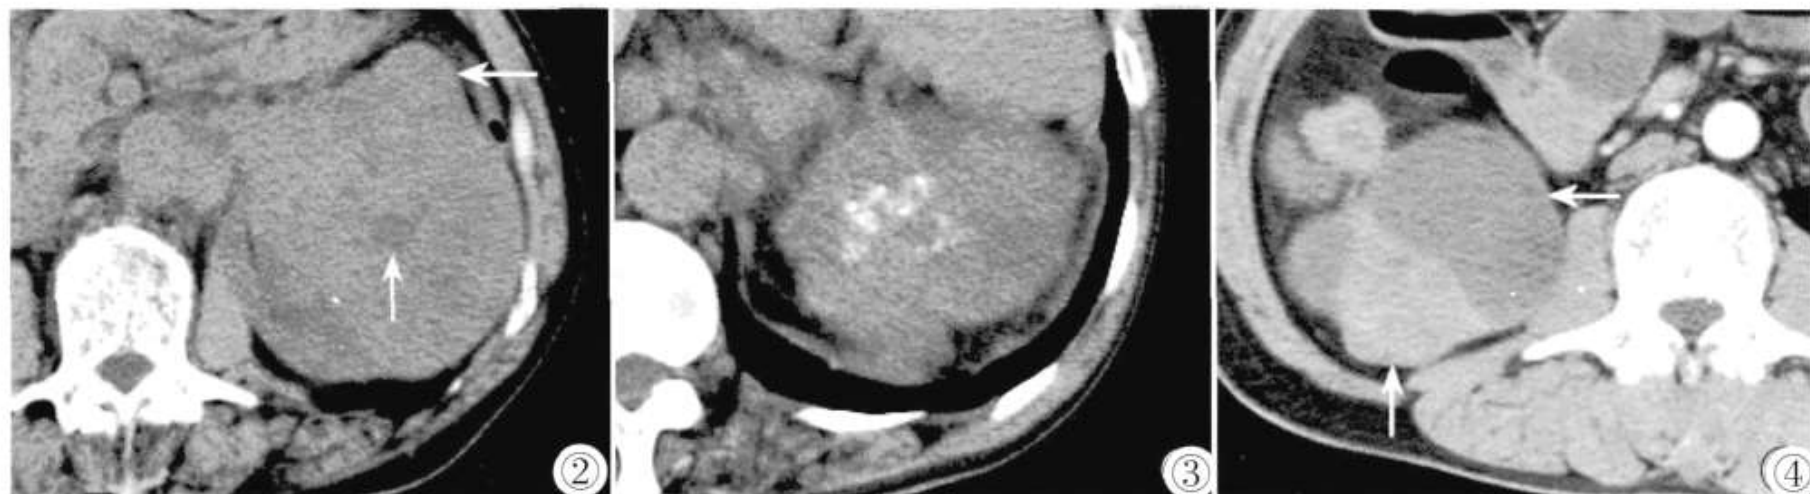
CT平扫图像。男,53岁,左肾CDC,瘤实质内见多发小斑片状偏低密度灶;肿瘤前缘见局限性结节状突出。图3 CT平扫图像。男,68岁,左肾CDC。瘤实质内见簇状非致密钙化灶。图4 CT增强扫描肾皮质期。女,49岁,右肾CDC,图示瘤体为由较大单房囊性部分与实性部分构成,囊壁被覆真性上皮组织。
